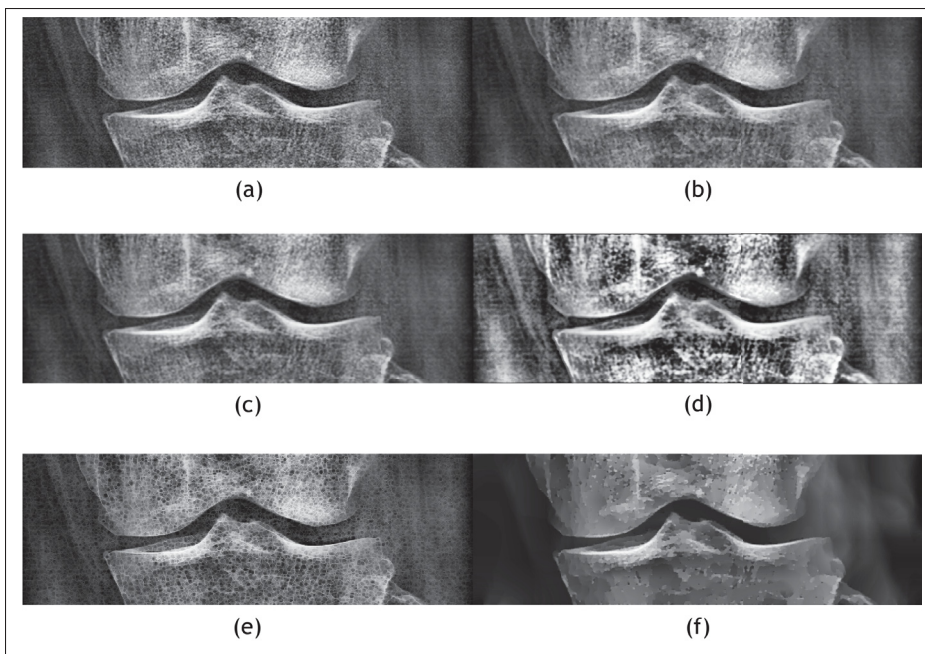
Exemples de radiographies de genou filtrées par : (a) aucun filtre, (b) filtre médian, (c) filtre gaussien, (d) filtre de diffusion anisotropique non-linéaire, (e) filtre de choc d'amincissement, (f) filtre de minimisation L0 des gradients
